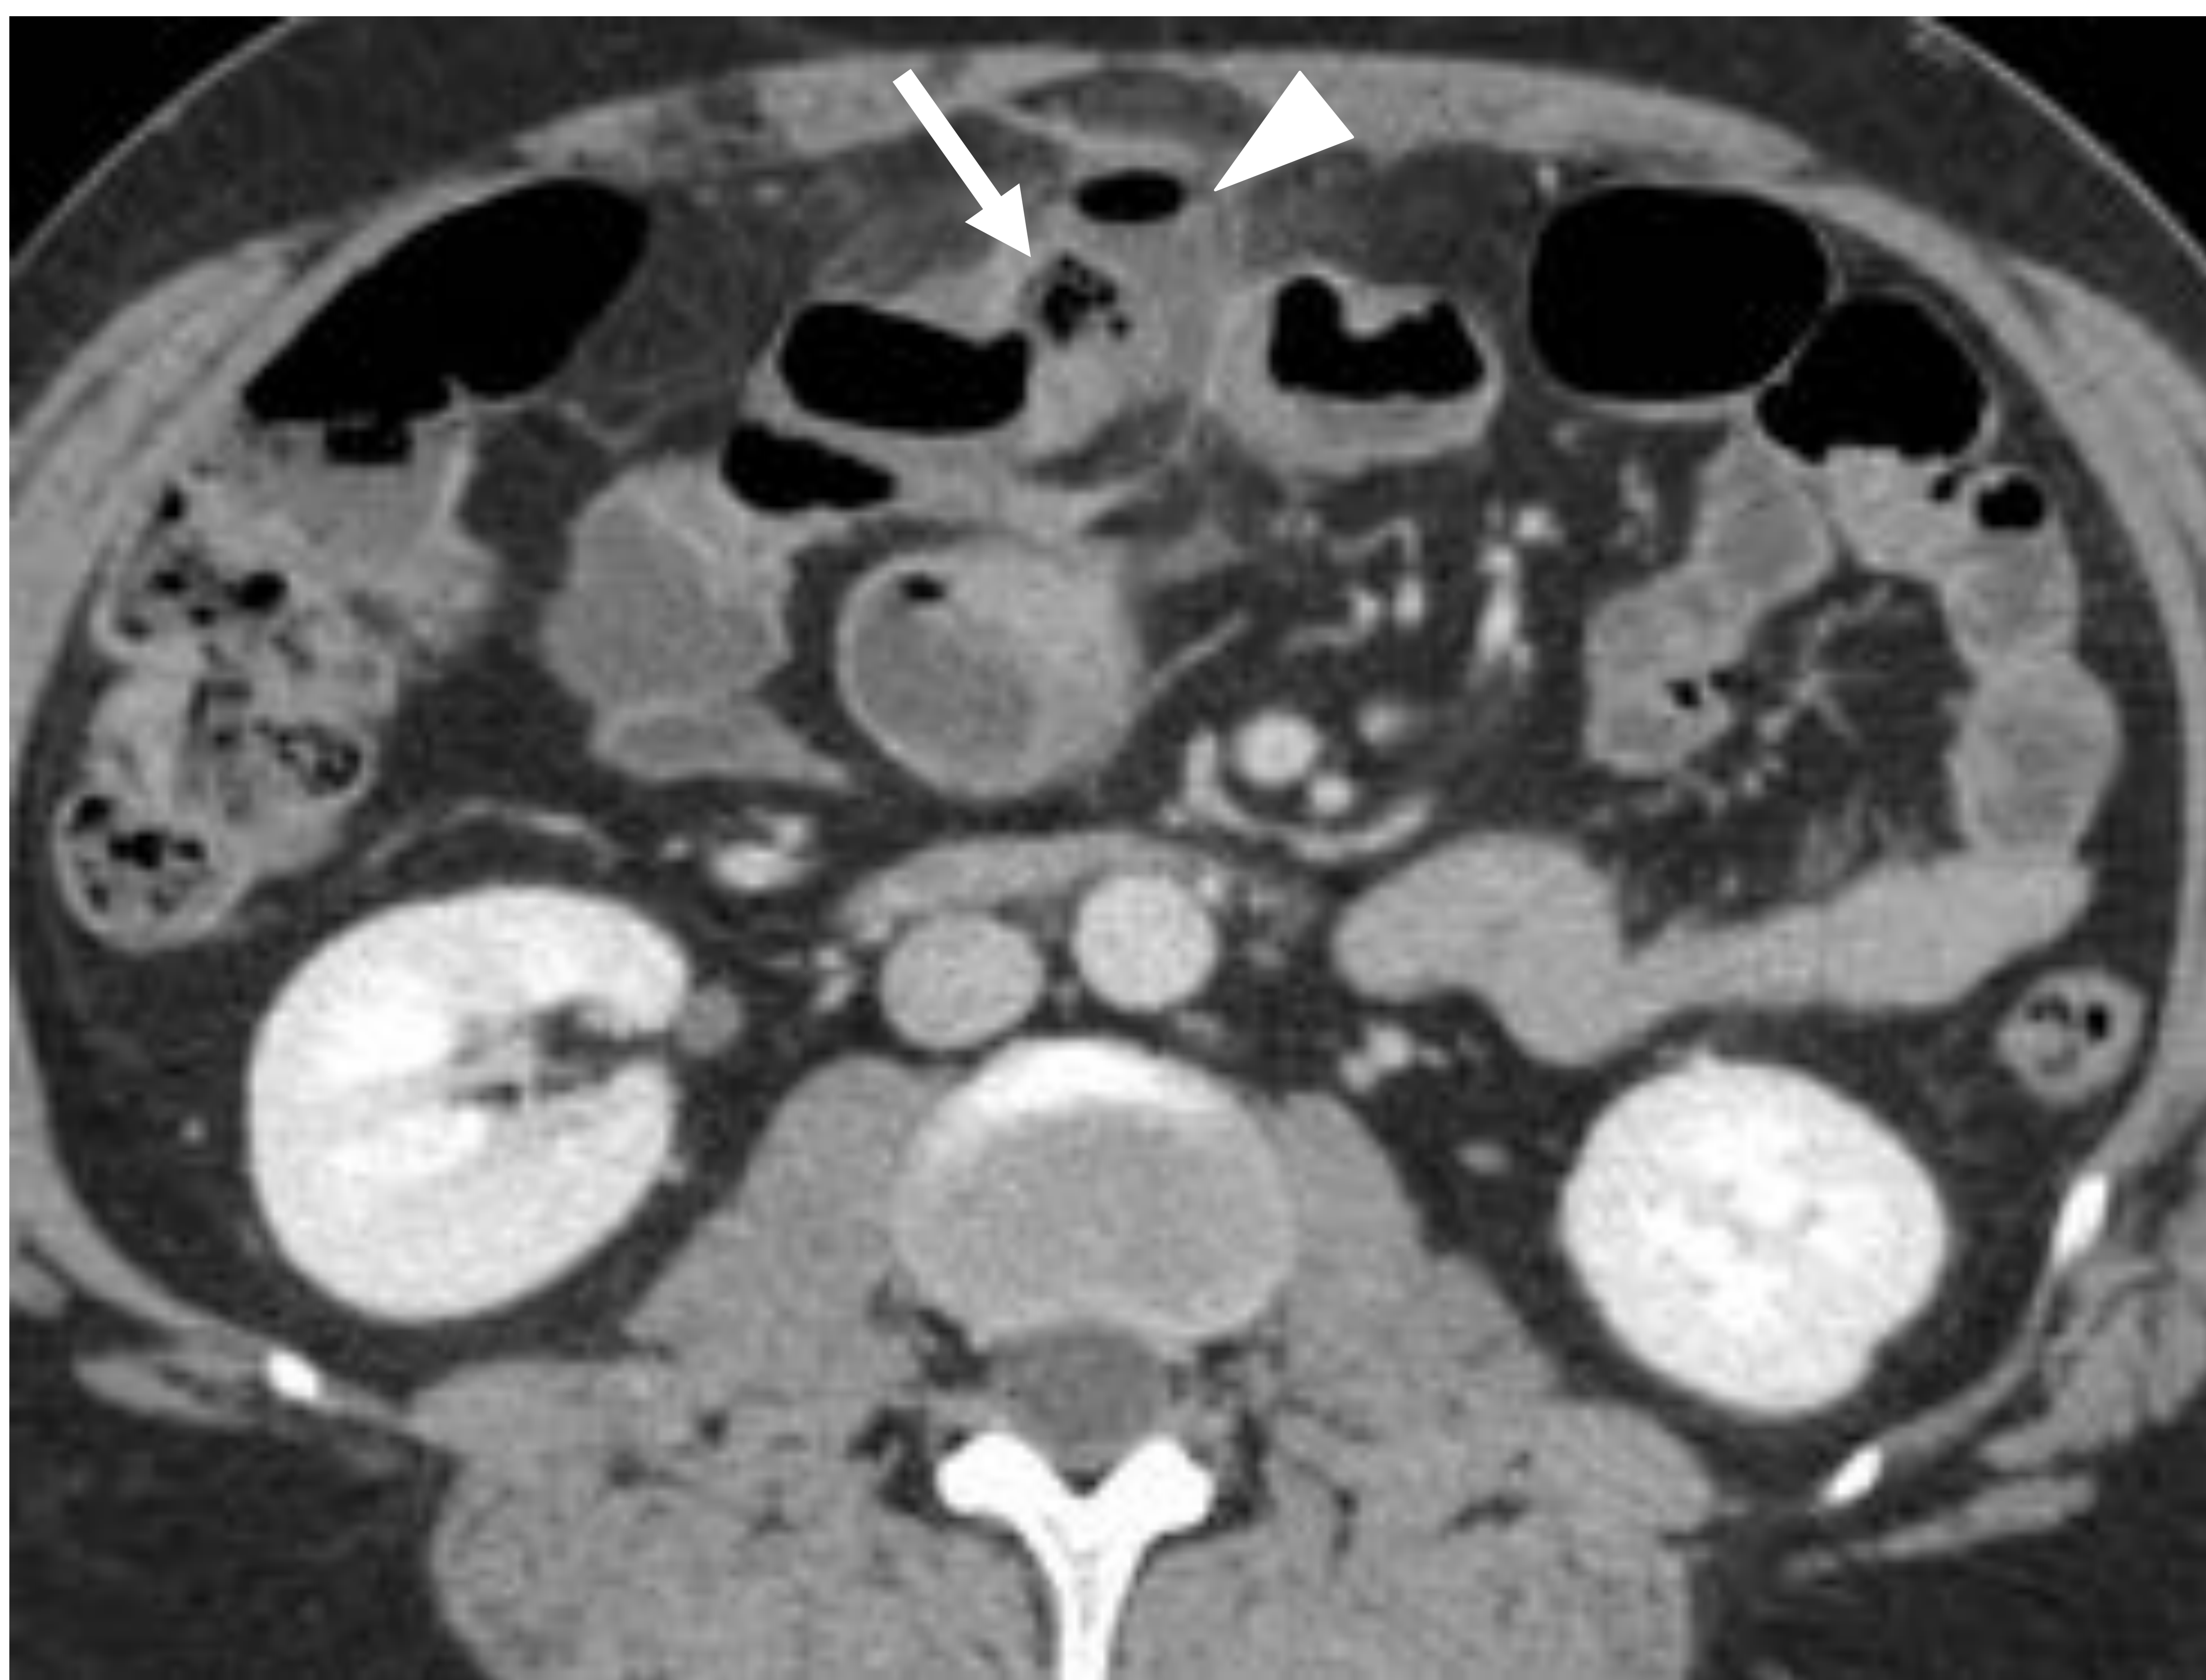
TC con CIV en paciente de 62 años con dolor abdominal. Se muestra una estructura tubular en la región umbilical (flecha, azul) con hipercaptación mural, dependiente del íleon, que se encuentra con una pared engrosada (punta de flecha). La anatomía patológica confirmó diverticulitis de Meckel sin signos de perforación.
